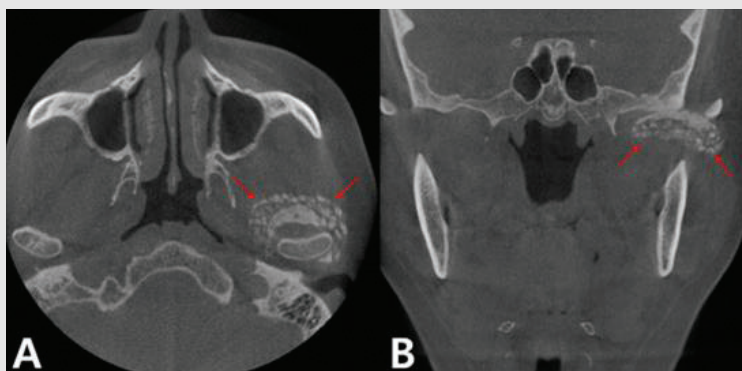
CBCT image. (A) Axial view. (B) Coronal view. Multiple tiny and several gross calcified mass was noted surrounding the left condyle head (red arrow).
